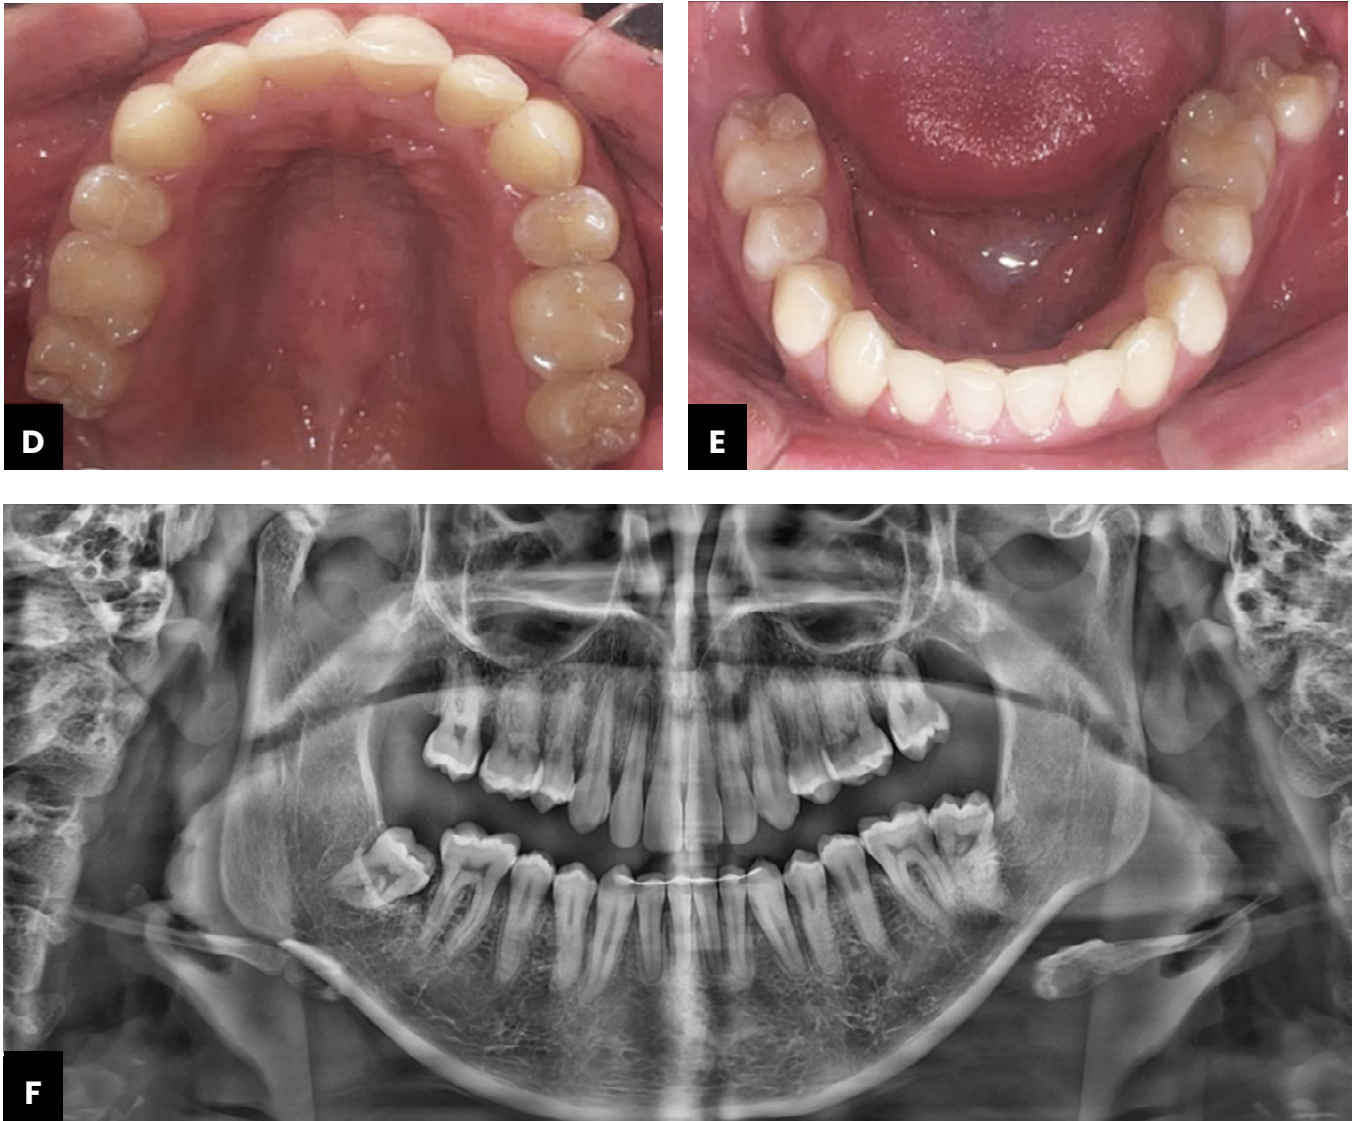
(continuación) Fotografías intraorales tras 3 años de seguimiento. (D) Visión oclusal del maxilar superior; (E) Visión oclusal del maxilar inferior. (F) Radiografía panorámica tras 3 años de seguimiento.
